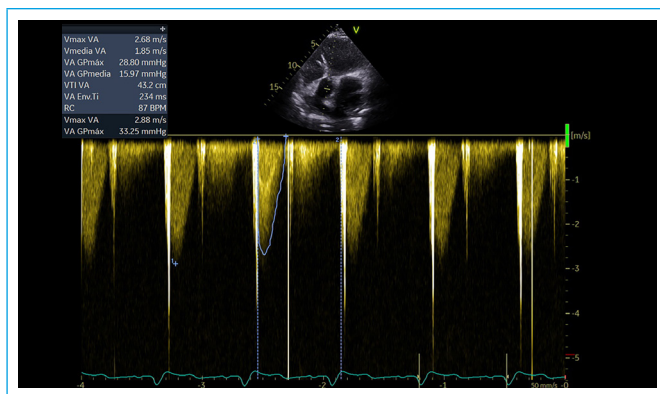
Doppler continuo del flujo en la válvula aórtica que muestra gradientes transvalvulares ligeramente aumentados por hiperflujo
